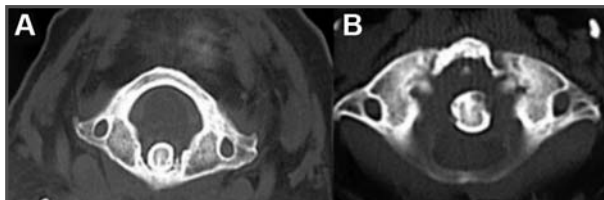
TC realizada durante el primer cuadro clínico de cervicalgia. 1B. TC de la misma paciente un mes después, donde se aprecia la luxación atloaxoidea. Obsérvense las erosiones óseas en la apófisis odontoides.
